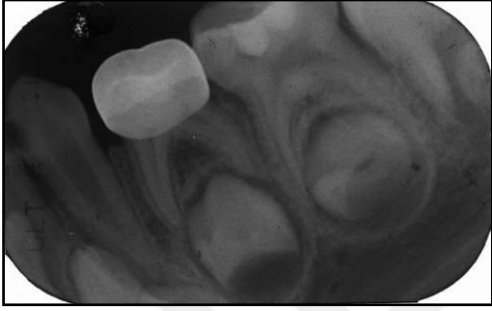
Biodentin grubunda yer alan alt sağ 1. süt azının tedavi öncesi başlangıç radyografisi b. Olgunun tedaviden 3 ay sonraki kontrol radyografisi c. Olgunun tedaviden 6 ay sonraki kontrol radyografisinde distal kökte başlayan ekternal kök rezorpsiyonu d. Olgunun tedaviden 1 yıl sonraki radyografisinde distal kökte görülen ekternal kök rezorpsiyonu ve kökler arası bölgede görülen kemik yıkımı
